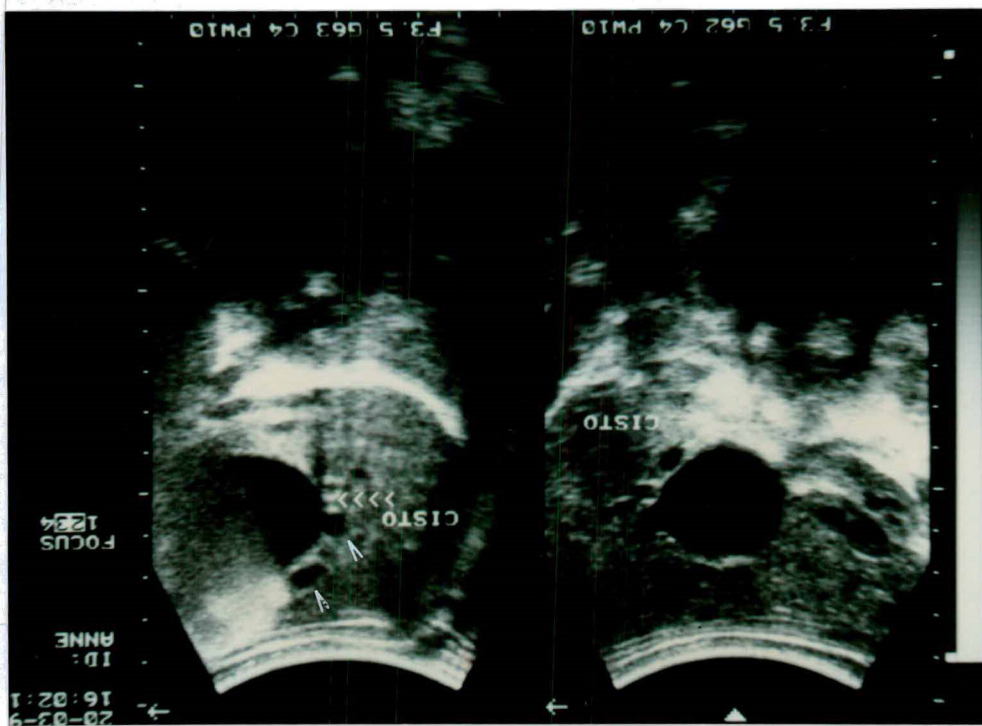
Ultra-sonografia pré-natal de 31 semanas, corte transversal mostrando cisto de colédoco (C), estômago (E), fígado, rím esquerdo, veia porta e coluna vertebral.
